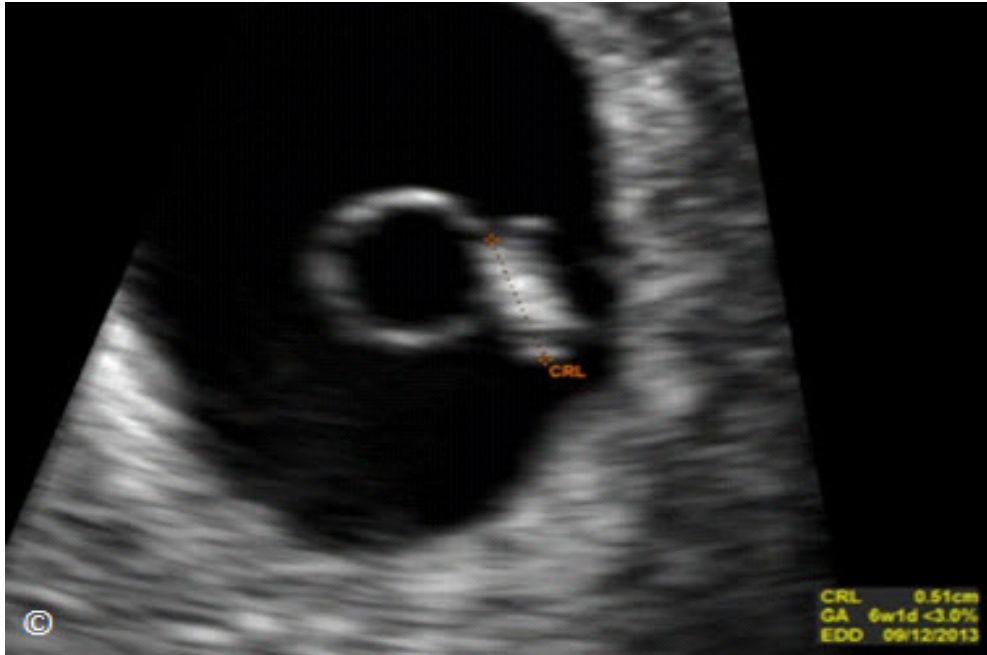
Ultrasonido transvaginal de un saco gestacional a las 6 semanas mostrando un embrión (medido). El saco vitelino (no rotulado) está localizado adyacente al embrión. CRL = crown rump length, GA= gestational age y EDD = estimated date of delivery
